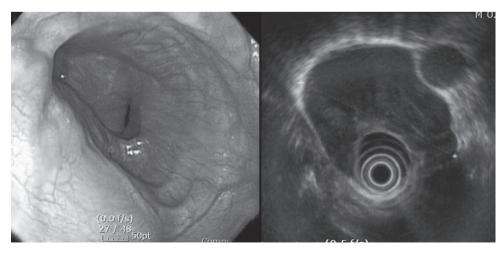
Endoscopic finding shows encircling submucosal tumor and well demarcated homogeneous hypoechogenic mass on endoscopic ultrasonography reveals giant leiomyoma of esophagus.
